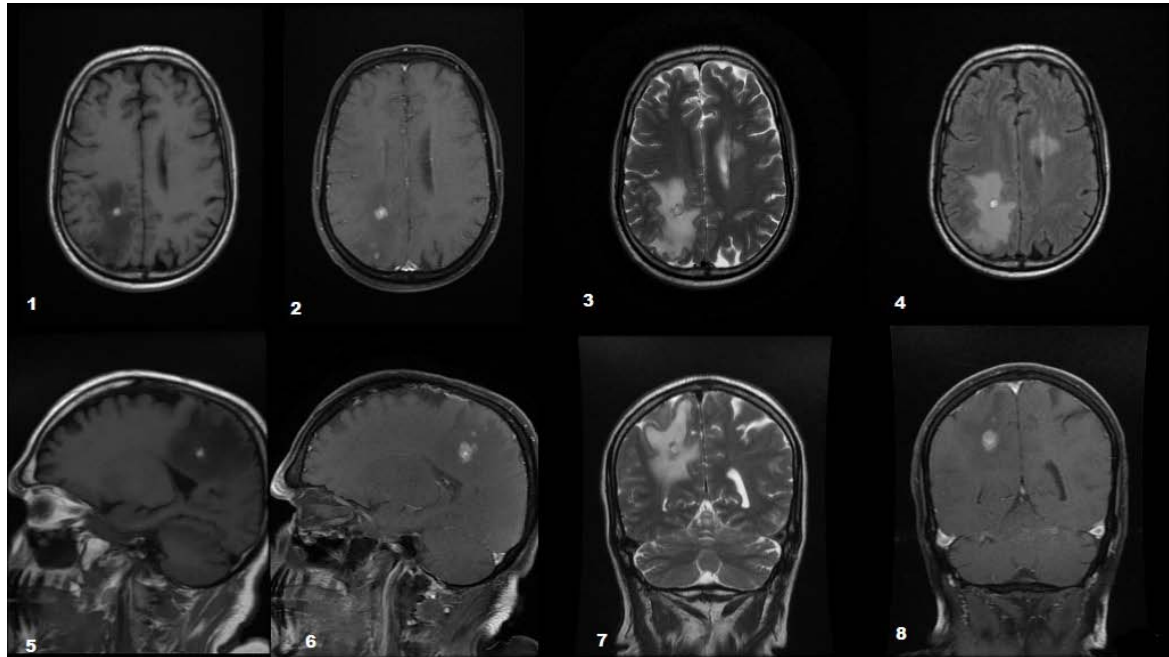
IRM (Métastases cérébrales d'un cancer rénal): 1. Séquence axiale T1 2. Séquence axiale T1 C+ avec saturation de la graisse 3. Séquence axiale T2 4. Séquence Flair 5. Séquence Sagittale T1 6. Séquence Sagittale T1 C+ avec saturation de la graisse 7. Coronal T2 8. Coronal T1 C+ avec saturation de la graisse
